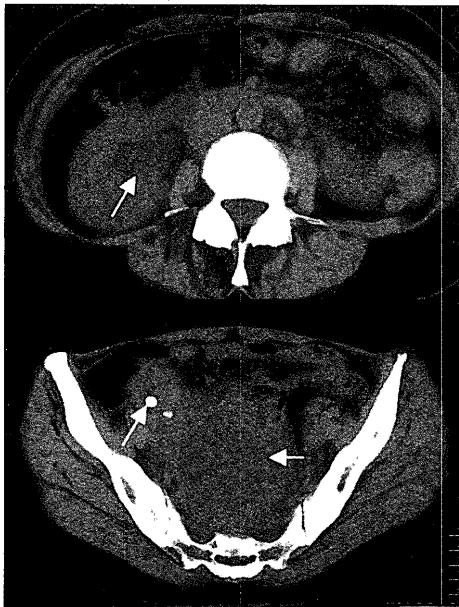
腹部単純CT：右水腎症（矢印），右下腹部の石灰化（矢印），ダグラス窩に径7.5 cmの低吸収域（矢印）を認めた。
